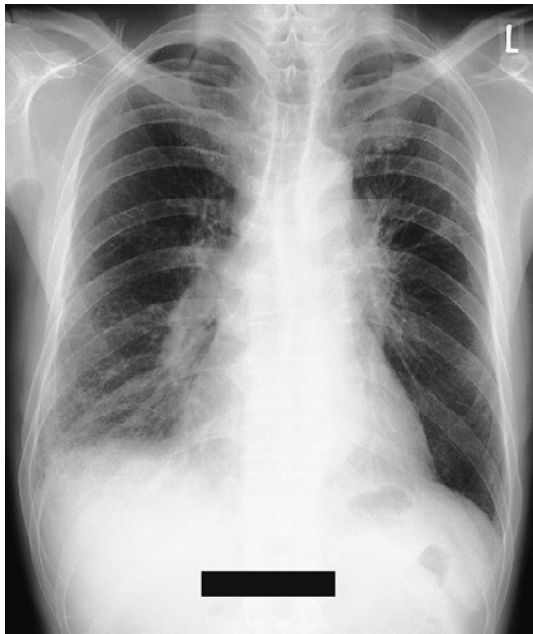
A chest X-ray on admission showed a tumor shadow in the left hilar region and a new reticular shadow in the right lower lung field.
